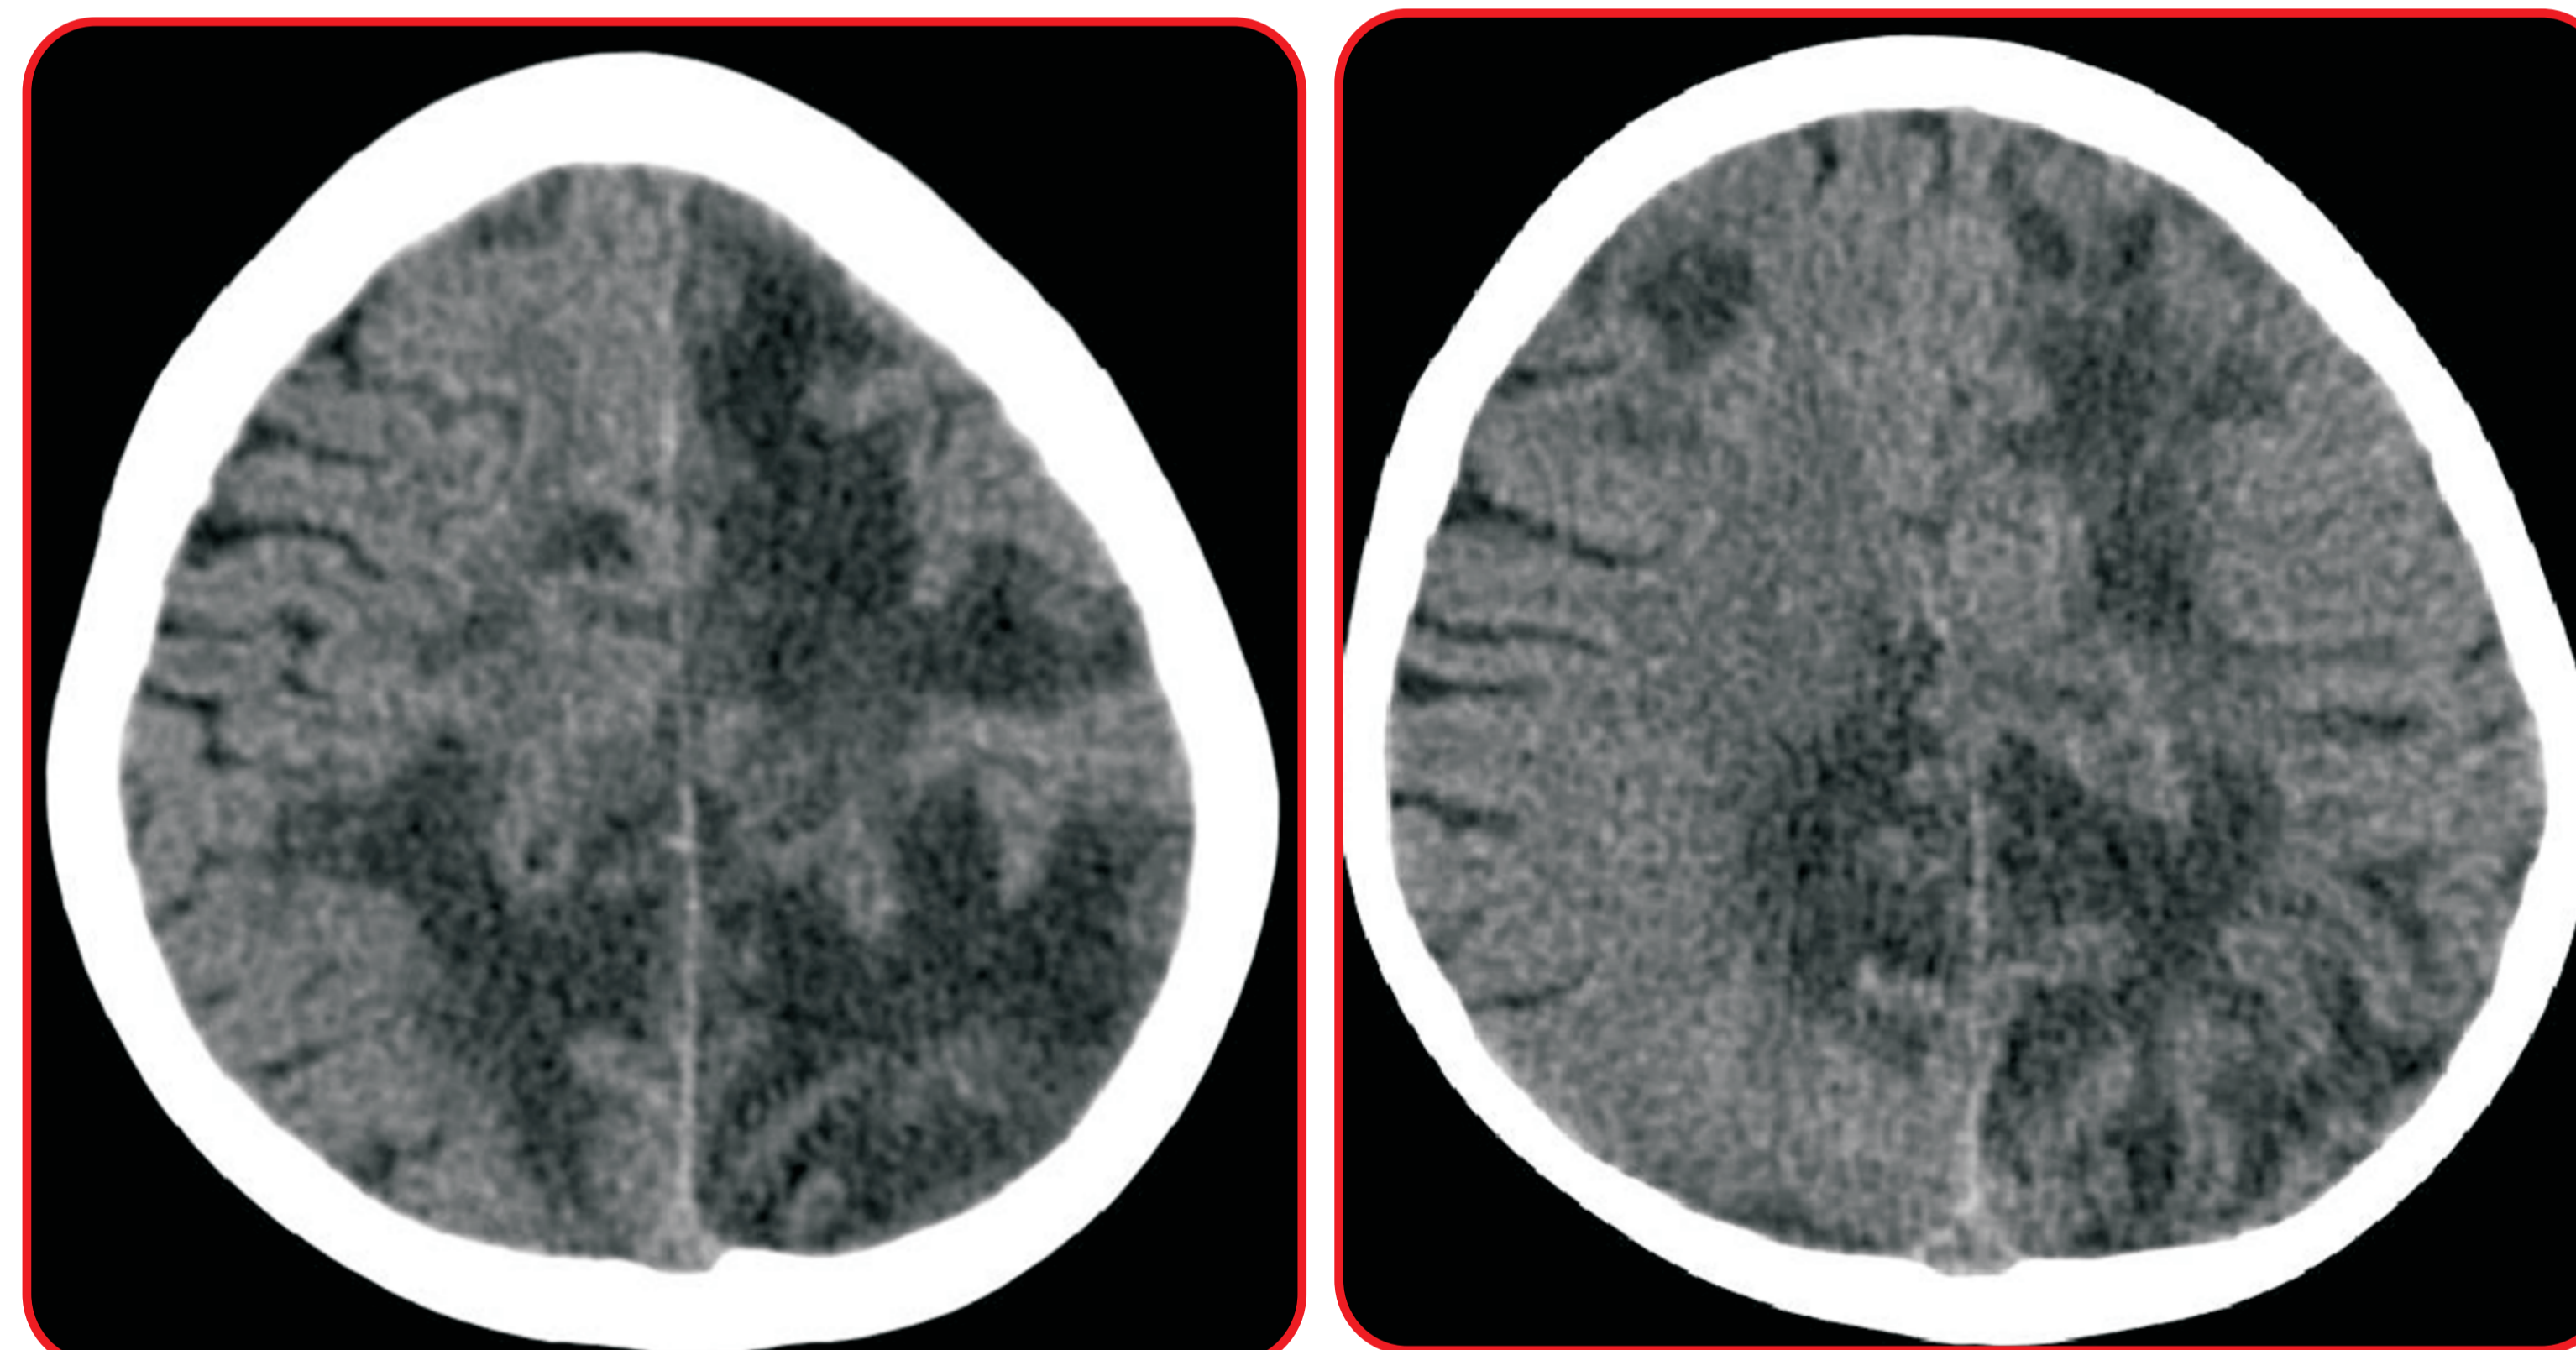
TC de crânio com AVC extenso
